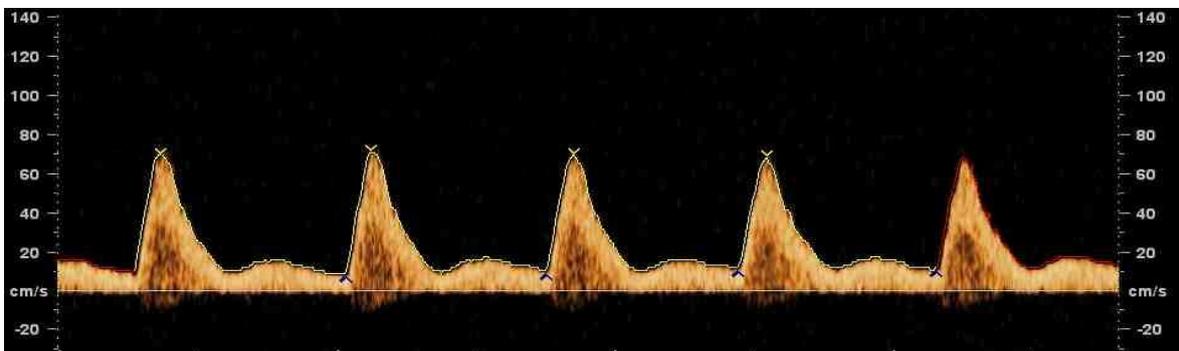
Doppler velocimetrico con resistenze aumentate
